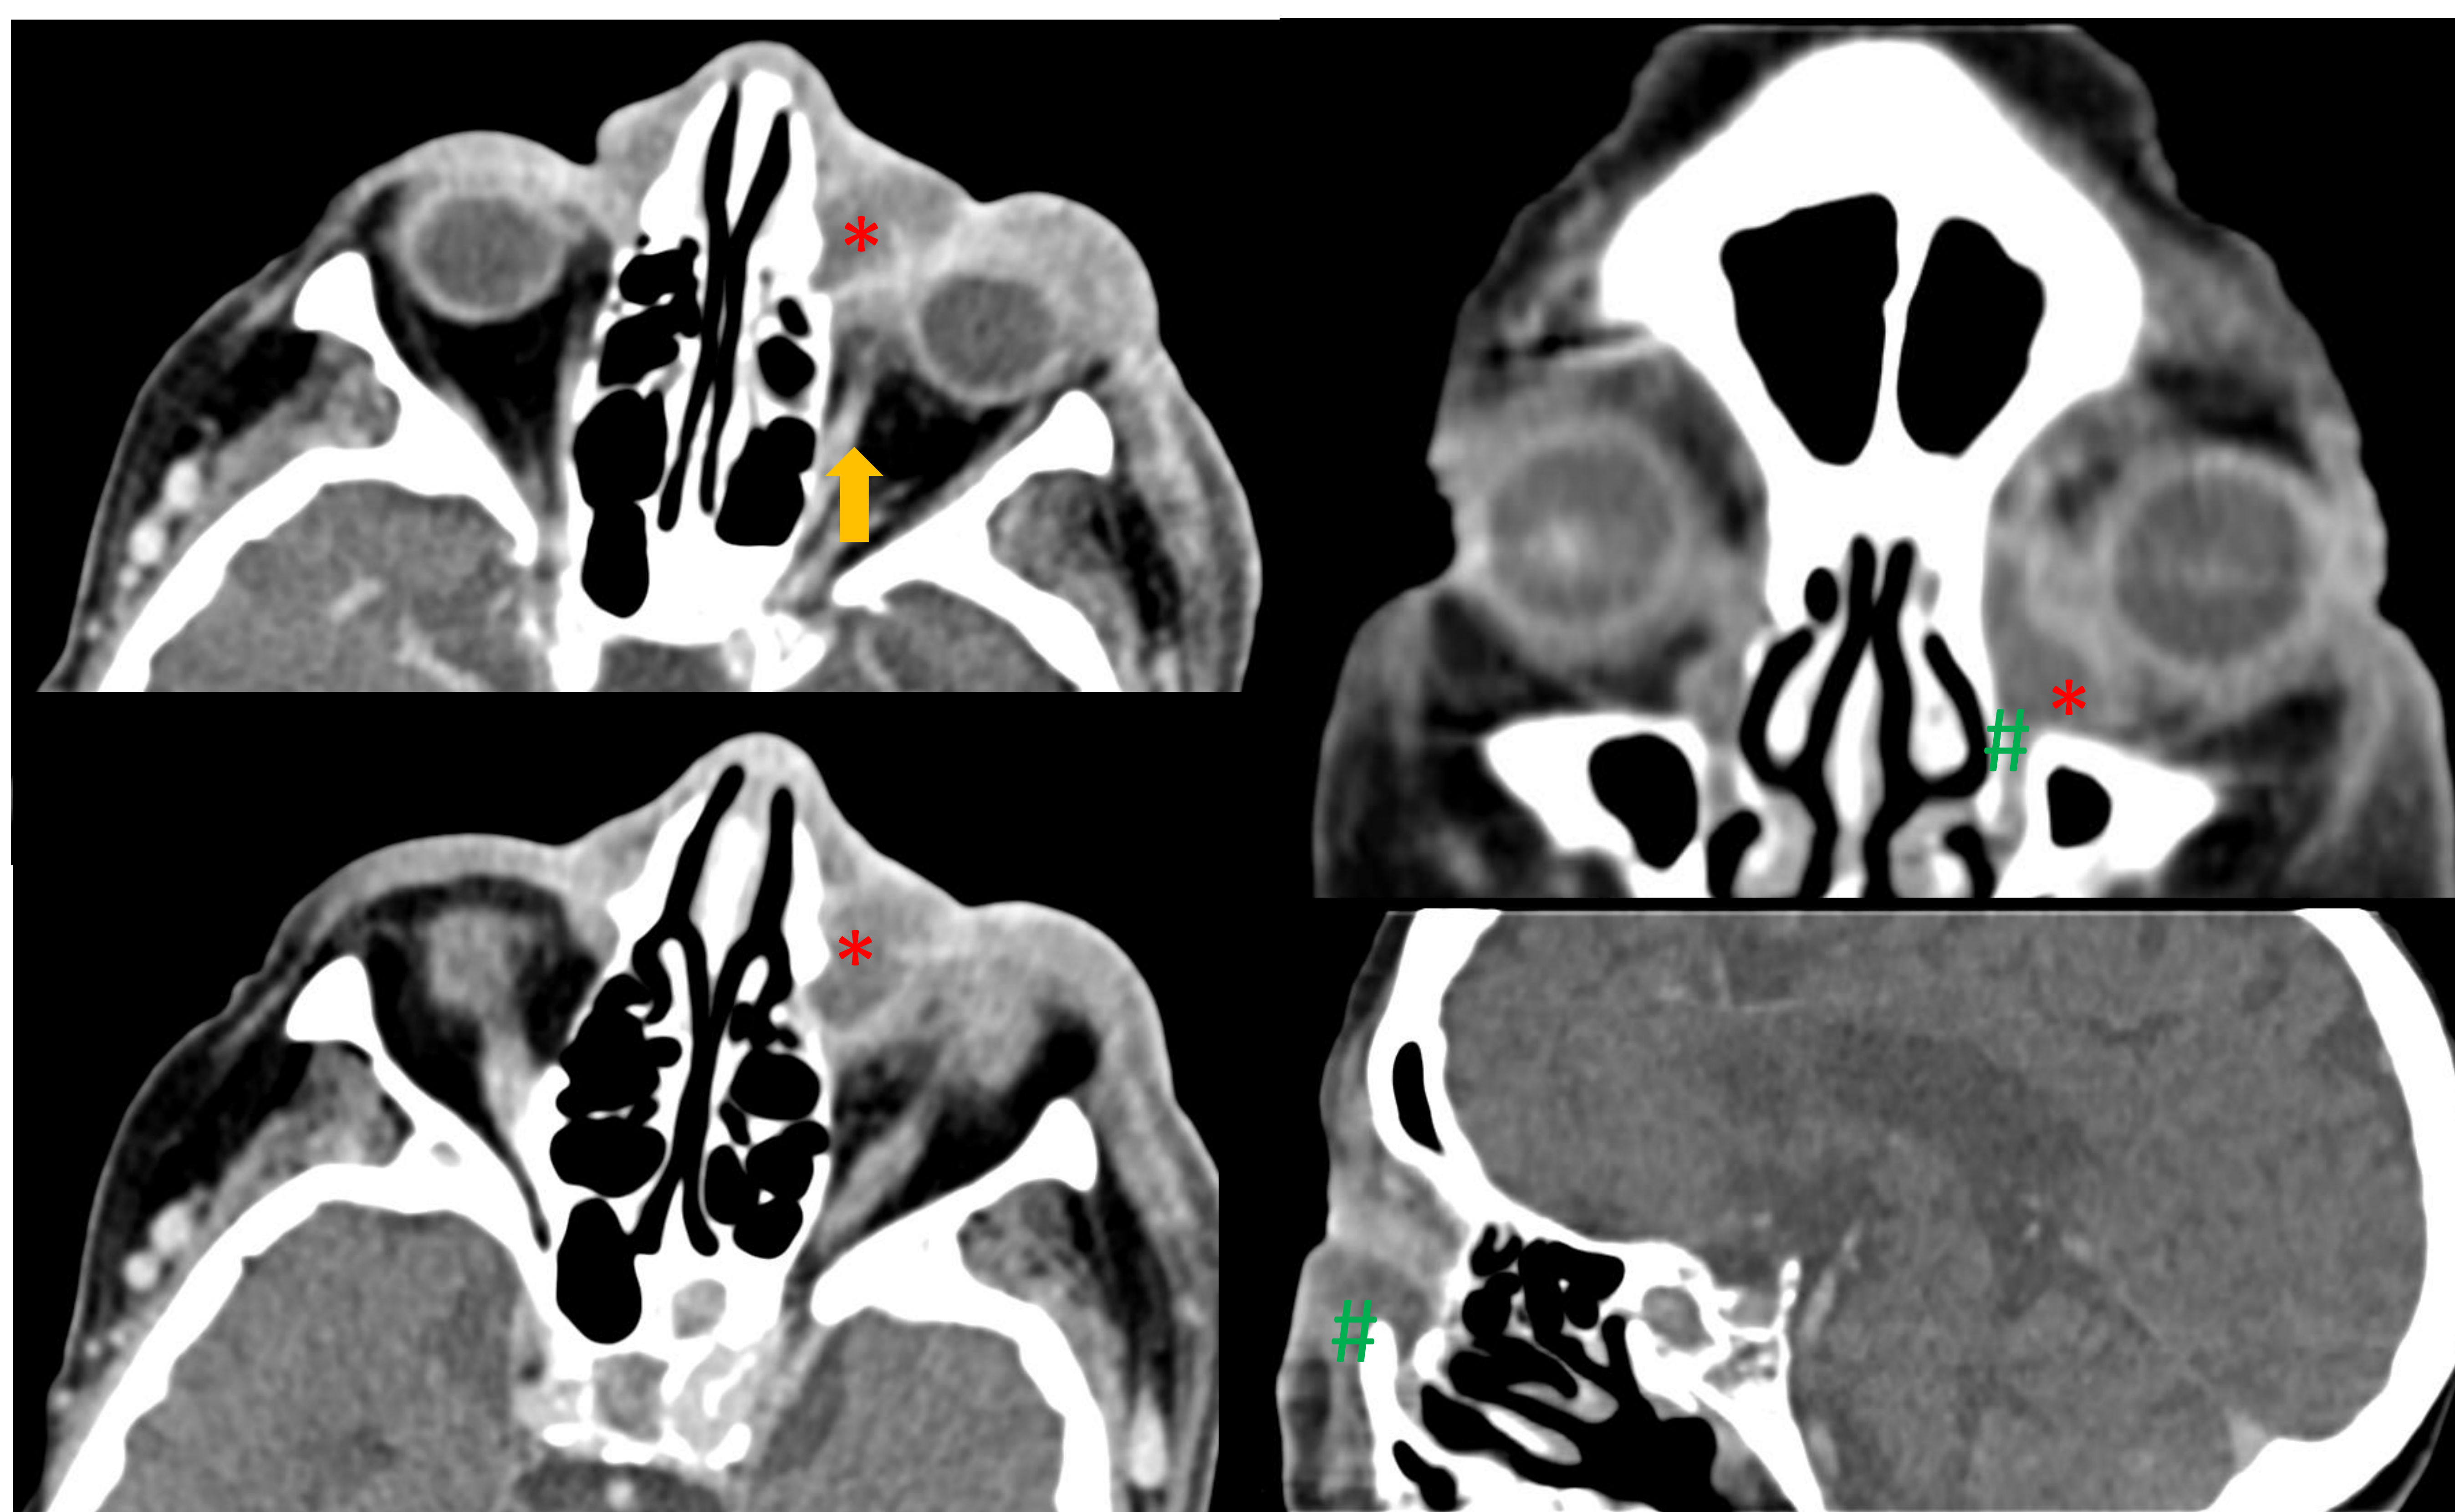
TC axial de órbita con contraste y reconstrucciones en planos coronal y sagital. Hallazgos sugestivos de dacriocistitis con una colección extraconal (*) que se extiende por el conducto nasolacrimal izquierdo (#) y contacta con la porción anterior del músculo recto interno ipsilateral (flecha) y desplaza el GOI lateralmente.
